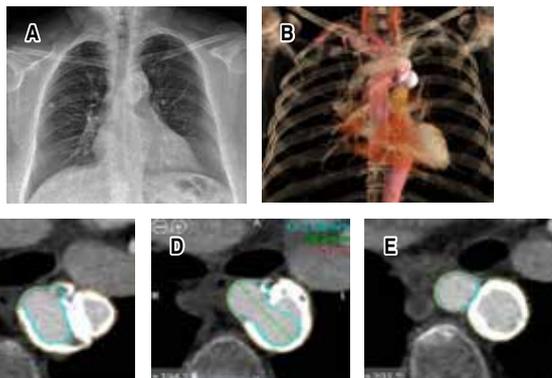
A) Radiografía PA de tórax en donde se observan a nivel de arco aórtico múltiples imágenes saculares, calcificadas. B) AngioTC aorta con reconstrucción en donde se observa arteria subclavia derecha ectásica, asimismo, posterior a la emergencia de arteria subclavia izquierda se observan múltiples lesiones de aspecto sacular, calcificadas. Se observa estenosis de arteria subclavia izquierda la cual no muestra paso a medio de contraste. C, D, E) AngioTC aorta con medición de imágenes saculares compatibles con pseudoaneurismas, la más grande de 30 x 20 mm.
